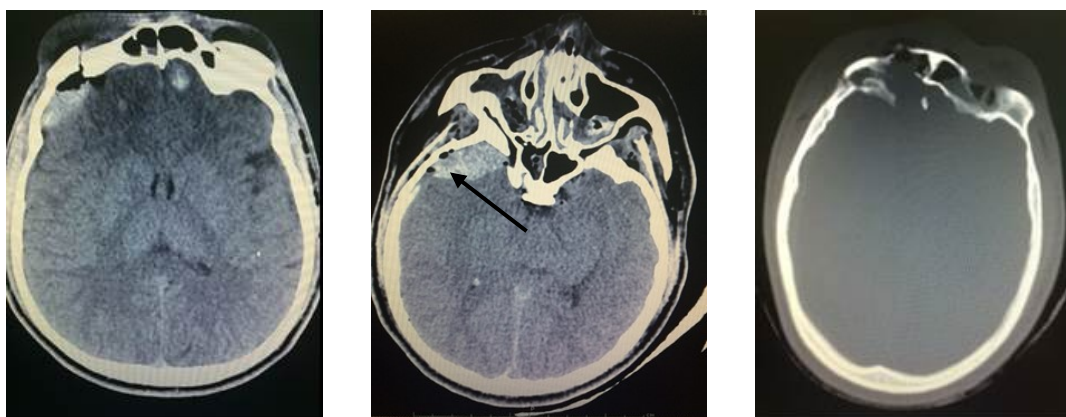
КТ головного мозга пациента Ф. до оперативного вмешательства
